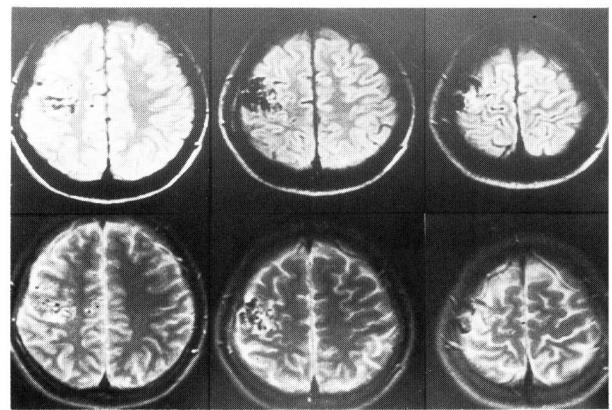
MRI of post-embolization in the same case with Fig.25.
